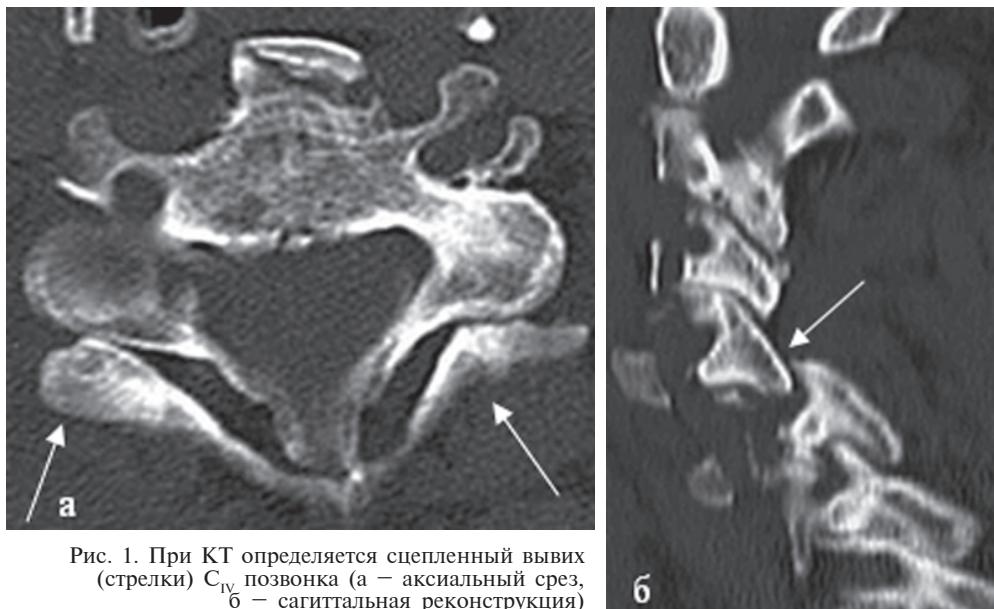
При КТ определяется сцепленный вывих (стрелки) C_{IV} позвонка (а – аксиальный срез, б – сагиттальная реконструкция)
